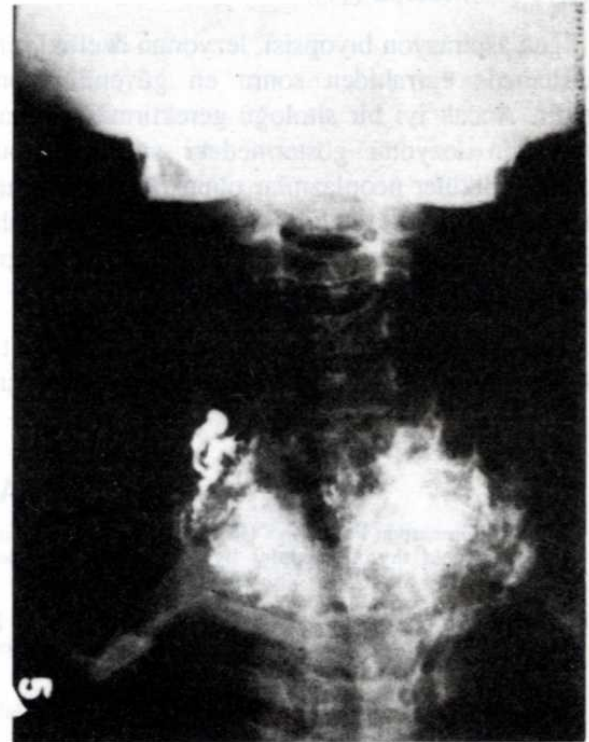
a) 15. dakikada b) 24. saatte alınan tirolenfografiler c) Aynı hastanın tiroid sintigrafisi. Mültinoduler guatr sintigrafî ile tesbit edilemedi. (prot. No. 5484)
